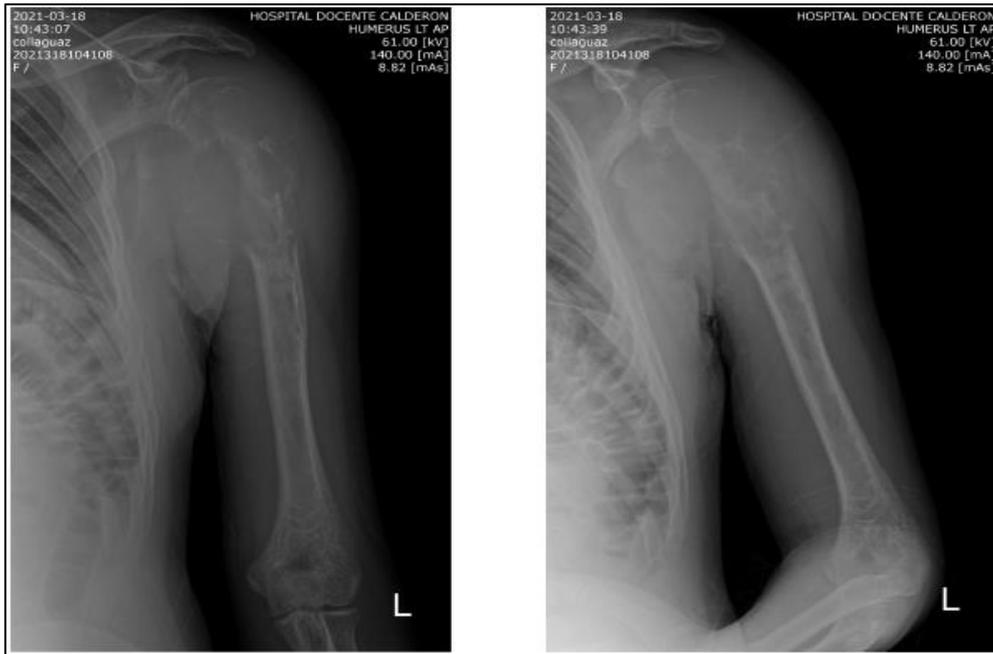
Radiografía convencional AP y lateral de húmero izquierdo.
